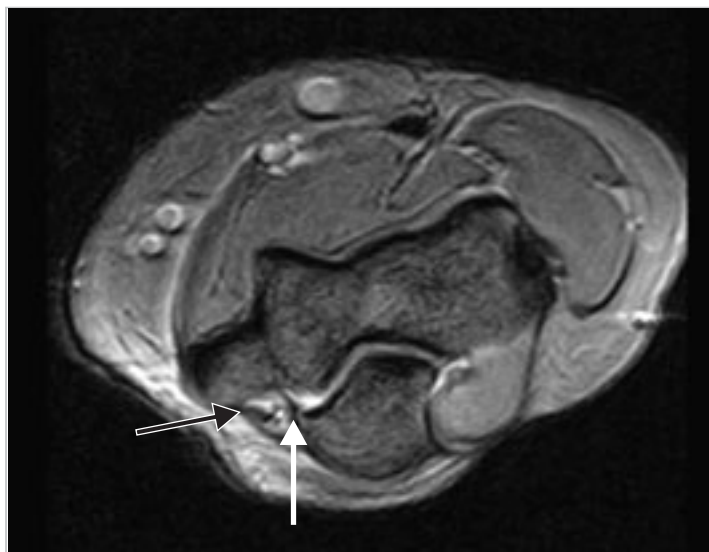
Ellenbogen auf Höhe des Sulcus n. ulnaris. Axiale MRT-Aufnahme. Gelenkseitige Begrenzung durch Kapsel und posteriores Bündel des Lig. collaterale ulnare (weißer Pfeil), laterale Begrenzung durch das Retinaculum sulcus n. ulnaris (auch „Osborne-Ligament“ genannt; schwarzer Pfeil).
